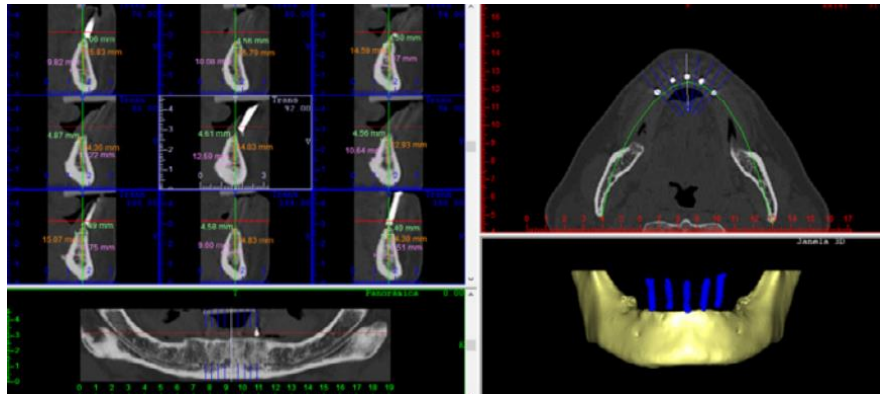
Tomografia computadorizada Cone Beam para planejamento cirúrgico
